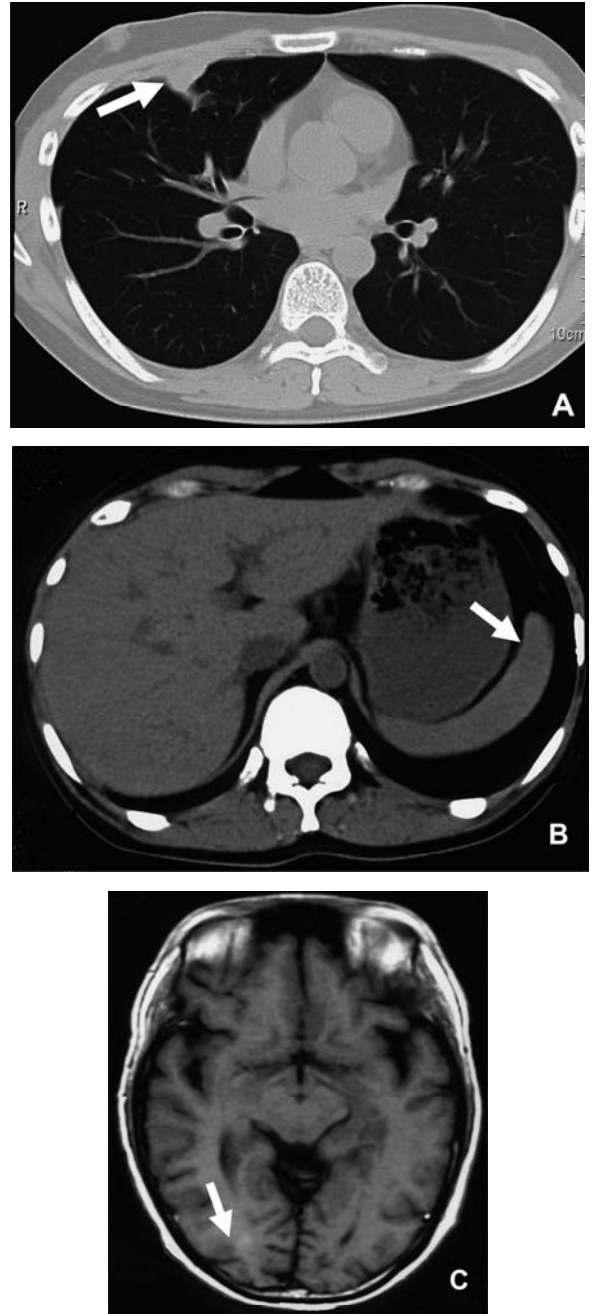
Graphic feature of metastatic lesion after TIP therapy. CT scan revealed the improvement of left lung metastasis (A: reduction rates 94%) and the disappearance of spleen metastasis (B). MRI revealed the disappearance of the metastasis of the right occipital lobe (C).
